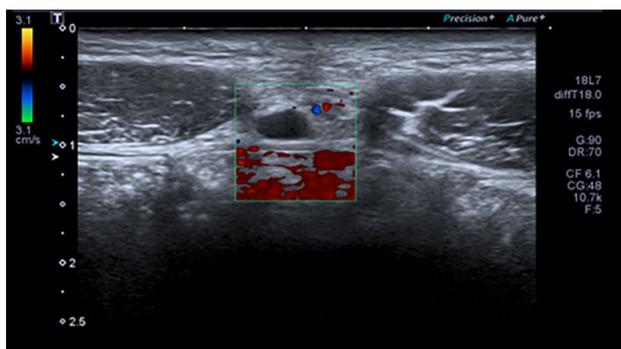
Ecografía seno de uraco.
